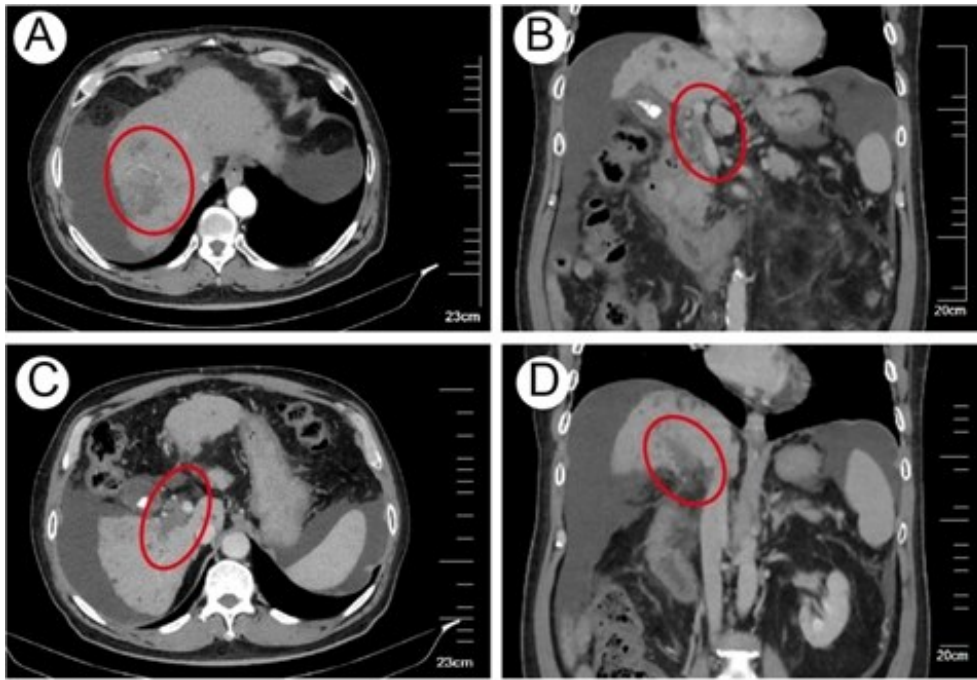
患者术前增强CT。A: 右肝肿瘤病灶动脉期表现; B: 门静脉主干癌栓冠状位表现; C: 门静脉右支癌栓横断面表现; D: 门静脉右支癌栓冠状位表现。
